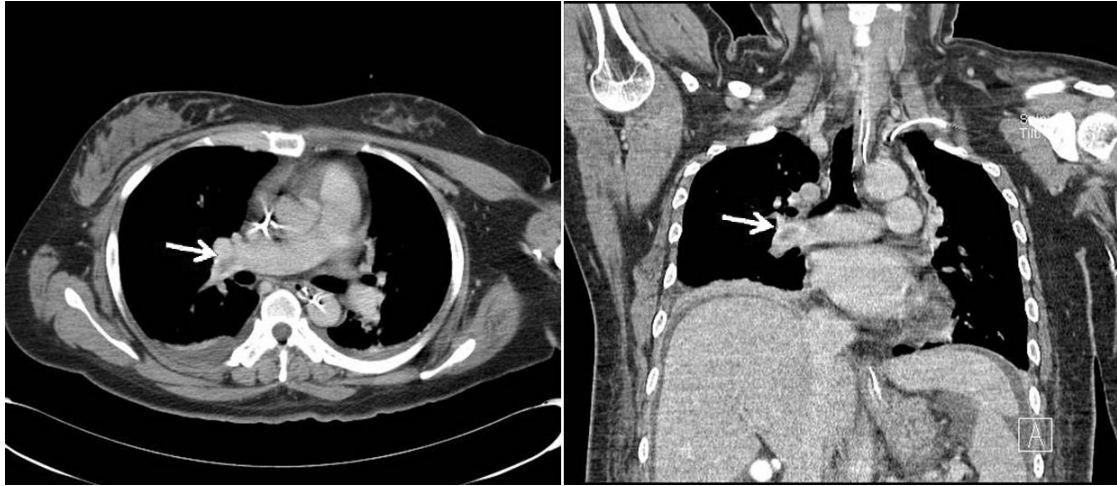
Chest computed tomography showed acute pulmonary thromboembolism (arrow) of the right pulmonary artery (A: axial view, B: coronal view).
